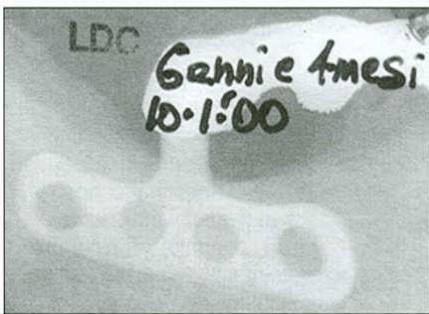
Рентгеновская картина спустя 6 лет функционирования имплантата. Видно, что неповрежденная область тканей менее рентгенопрозрачна и компактный слой кости более толстый
